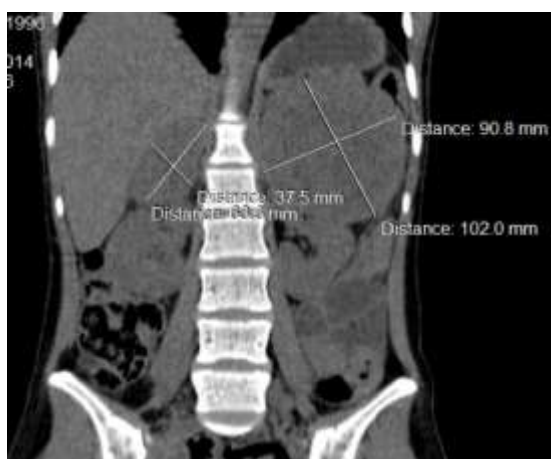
КТ в нативном режиме. Отмечается двухсторонняя феохромоцитома надпочечников со сдавлением почки и окружающих образований слева
